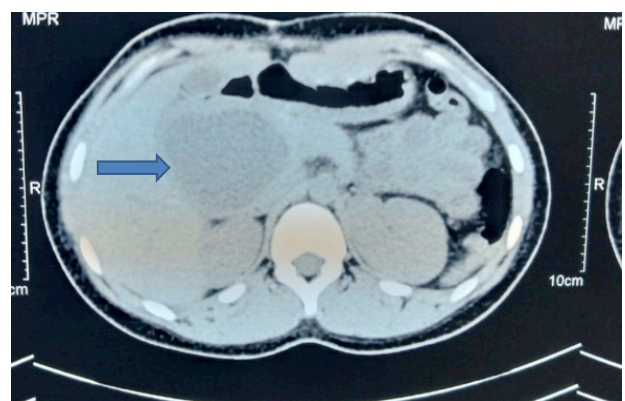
TDM montrant un Kyste du cholédoque dilaté (flèche bleue)
